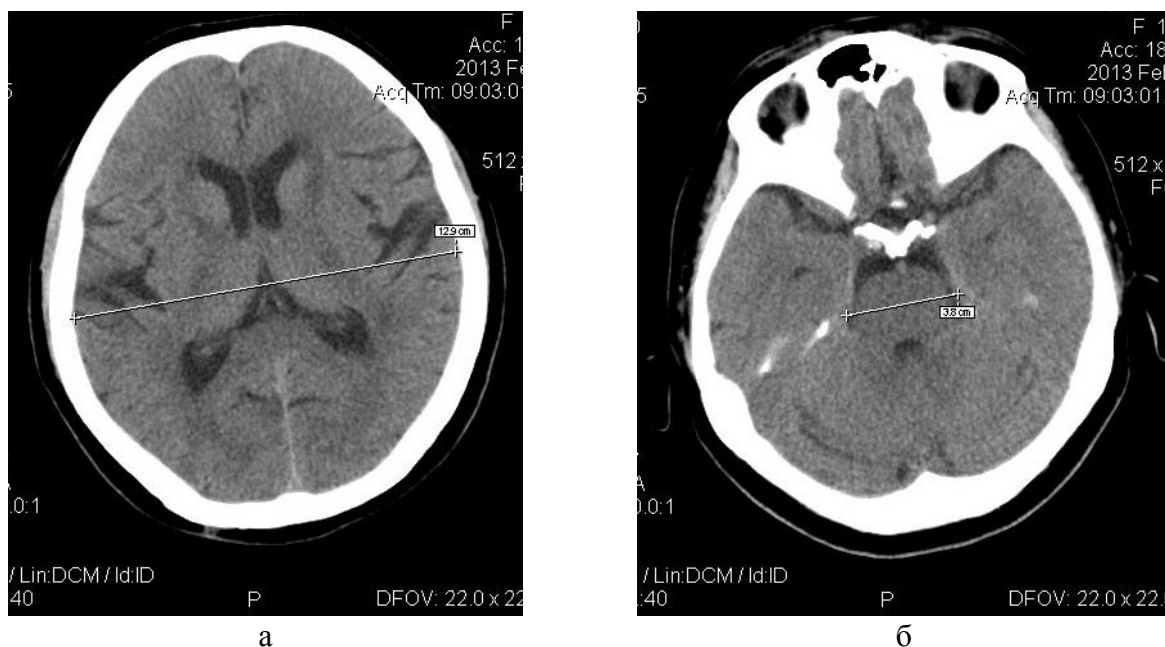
СКТ-морфометрия битемпорального расстояния (а) и ширины тенториального отверстия (б) в аксиальной проекции
